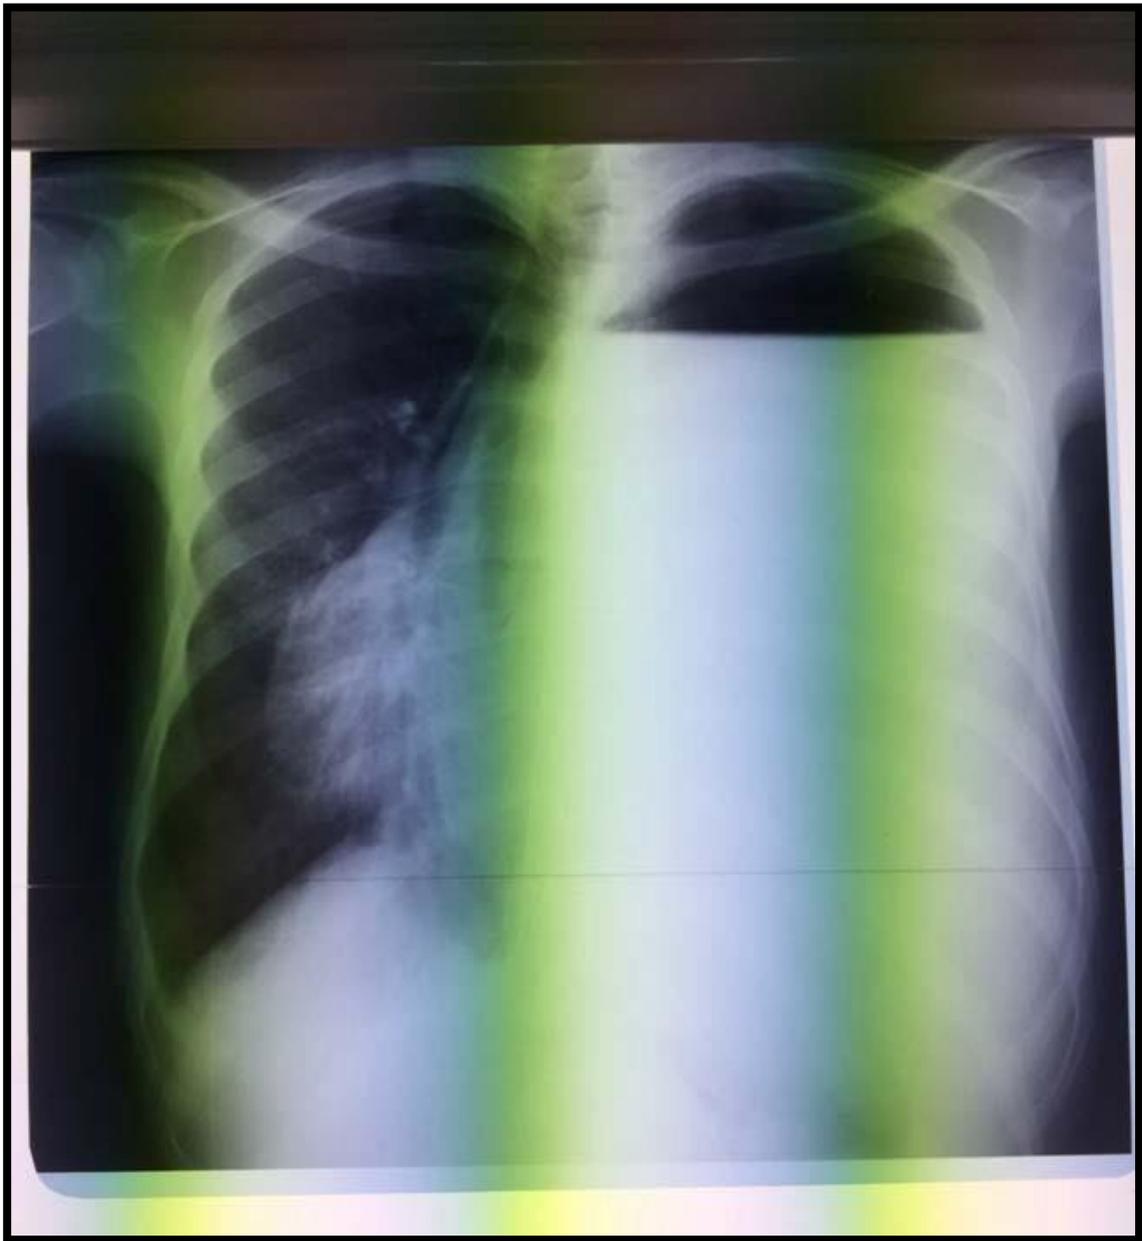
Radiographie thoracique de face, PP de grande abondance avec NHA.
